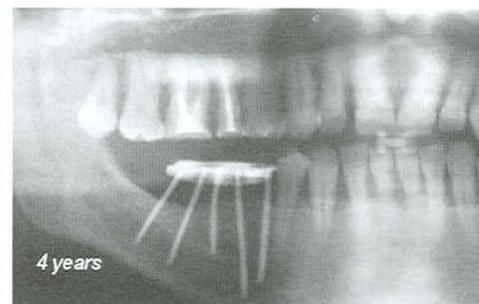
• Radiografia a quattro anni
